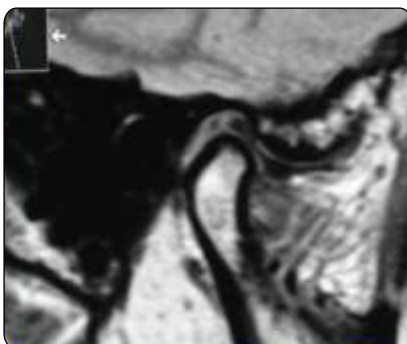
Resonancia magnética en la posición condilar terapéutica logrando la recaptura del disco articular y ausencia de efusión articular.
